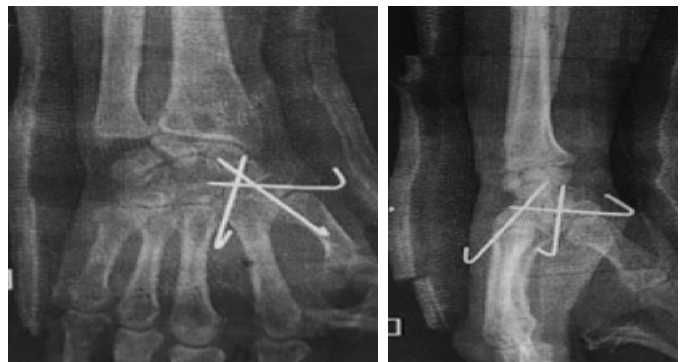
Radiografias do punho direito em ântero-posterior (A) e em perfil (B), evidenciando artrodese entre trapézio-trapezoide-escafoide, fixação com fios de Kirshener.
